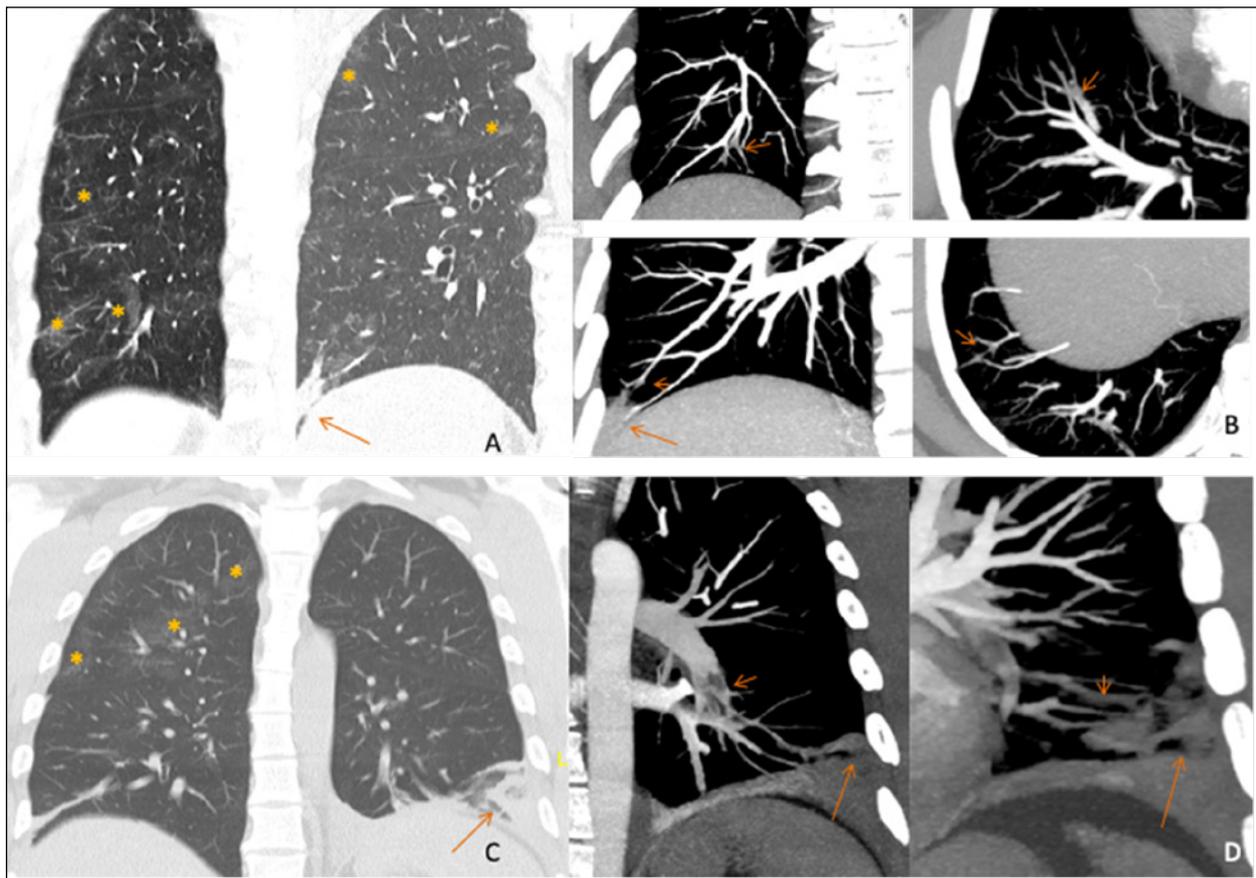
Angio-TC de arterias pulmonares. Trombosis pulmonar en pacientes con afectación pulmonar por SARS-CoV-2. A la izquierda imágenes coronales con filtro y ventana de pulmón. A la derecha reconstrucciones multiplanares MIP (máxima intensidad de proyección) con filtro y ventana de partes blandas. A y B. Paciente con focos de aumento de densidad en vidrio esmerilado, de predominio periférico (asterisco); infarto pulmonar (flecha larga) y trombos en arterias pulmonares subsegmentarias del lóbulo inferior derecho (flechas cortas). C y D. Paciente con focos de aumento de densidad en vidrio esmerilado, de predominio periférico (asterisco); infarto pulmonar (flecha larga) y trombos en arterias pulmonares segmentarias y subsegmentarias del lóbulo inferior izquierdo (flechas cortas).
